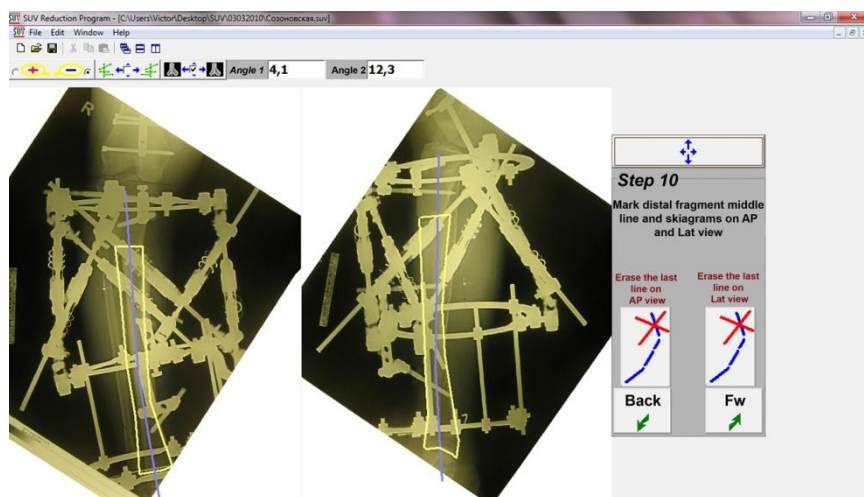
Шаги 9 и 10. Сделаны скиаграммы перемещаемого фрагмента на прямой и боковой рентгенограммах
